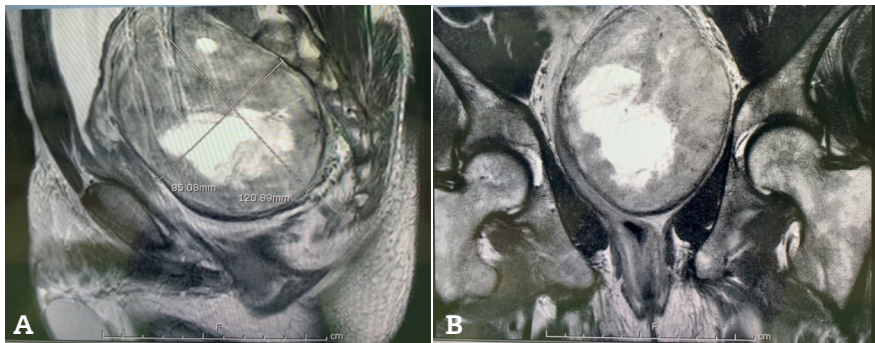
Magnetic Resonance Imaging T2-weighted sequences of a patient with large rectal schwannoma. 2A and 2B: A vividly enhancing mass 12x8.6x9.6 cm, arising from the rectum with internal cystic portion
